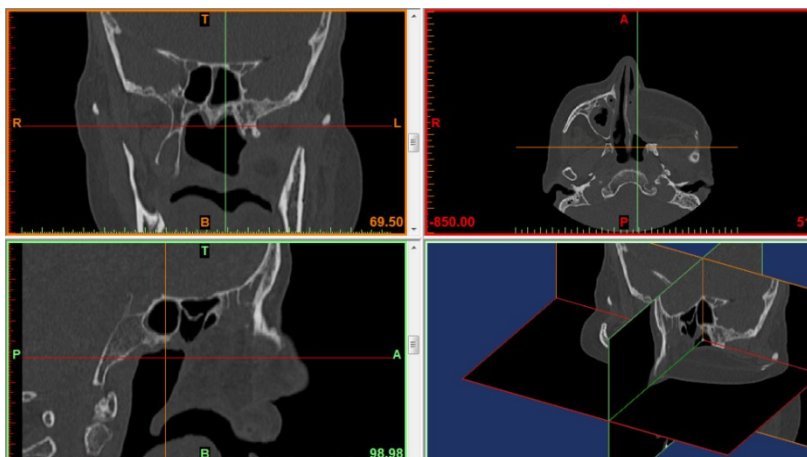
Imagens em bruto da TAC
